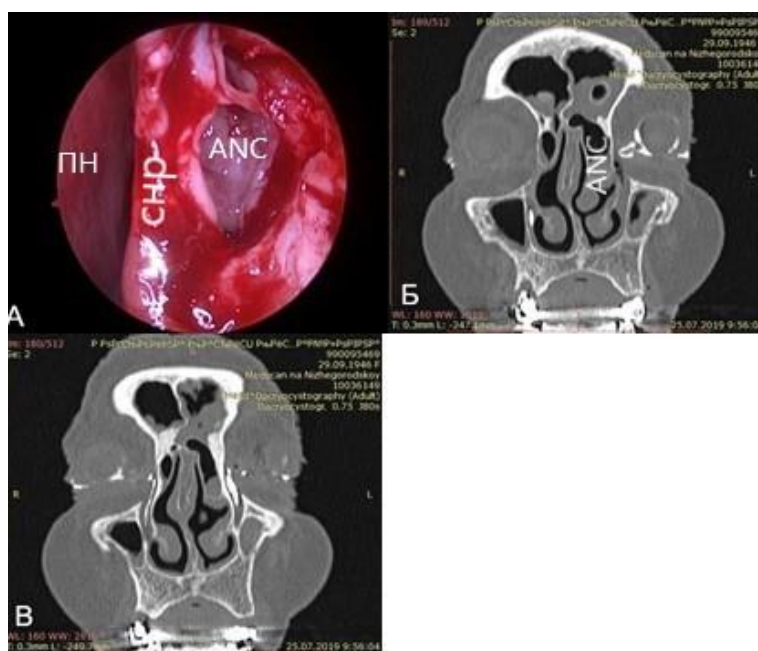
А - Правая половина носа. Эндоскопическая картина крупной клетки Agger Nasi, вскрытой во время проведения эндоназальной дакриоцисториностомии Б, В – КТ картина контрастирования слезных путей с двух сторон. Крупная клетка Agger Nasi.
